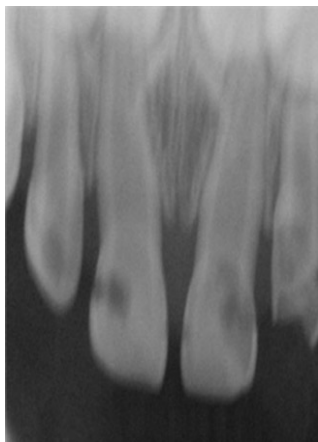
Periapical radiograph of maxillary incisors.
